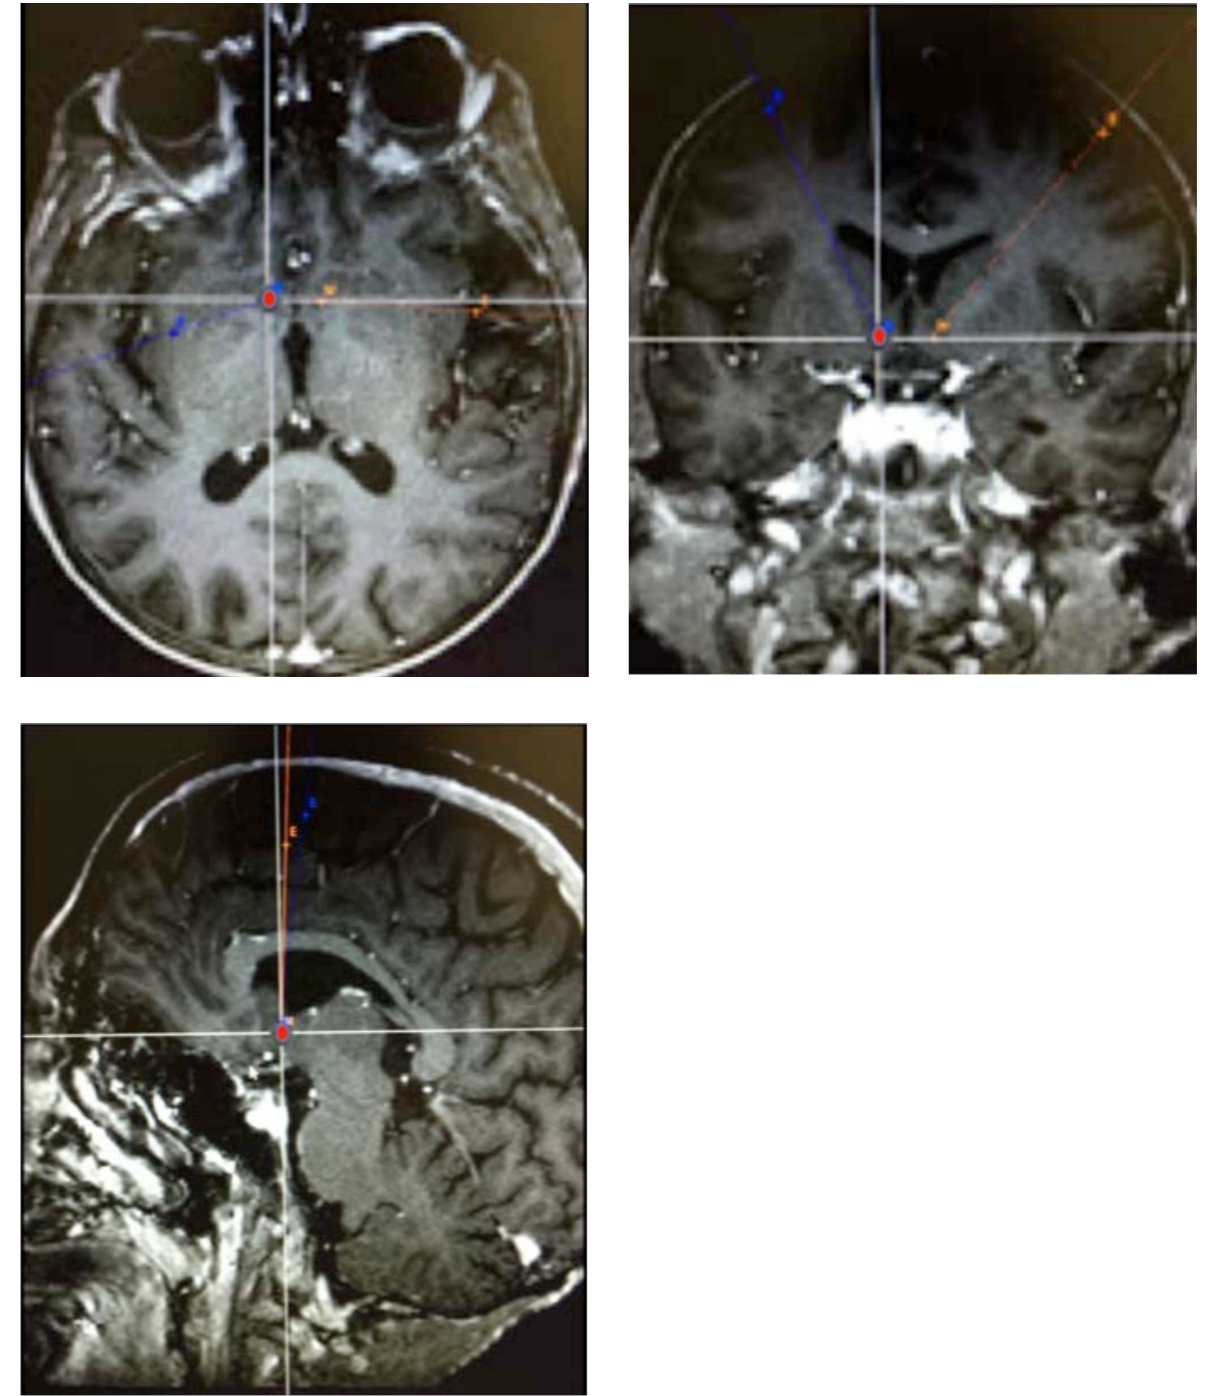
Corte axial, coronal y sagital de RM en secuencia T1, con trayectoria de planificación con diana de estimulación en NAcc
